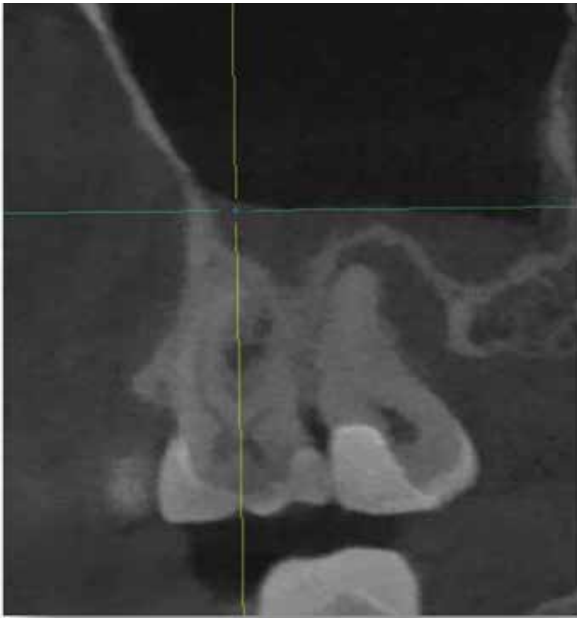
Дані КТ до лікування зуба 1.7
